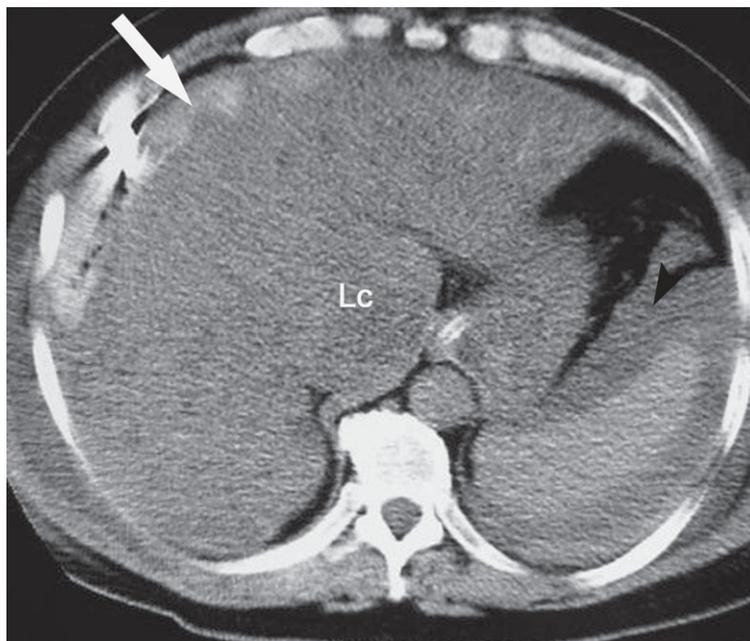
Tomografia de abdome sem contraste evidenciando coleção espontaneamente hiperatenuante em topografia subcapsular hepática (seta branca). Nota-se ainda lobo caudado (Lc) de dimensões aumentadas e densidade heterogênea. A ponta de seta negra indica pequena quantidade de líquido ascítico adjacente ao baço. (Imagem cedida pelo Prof. Dr. Giuseppe D'Ippolito.)
